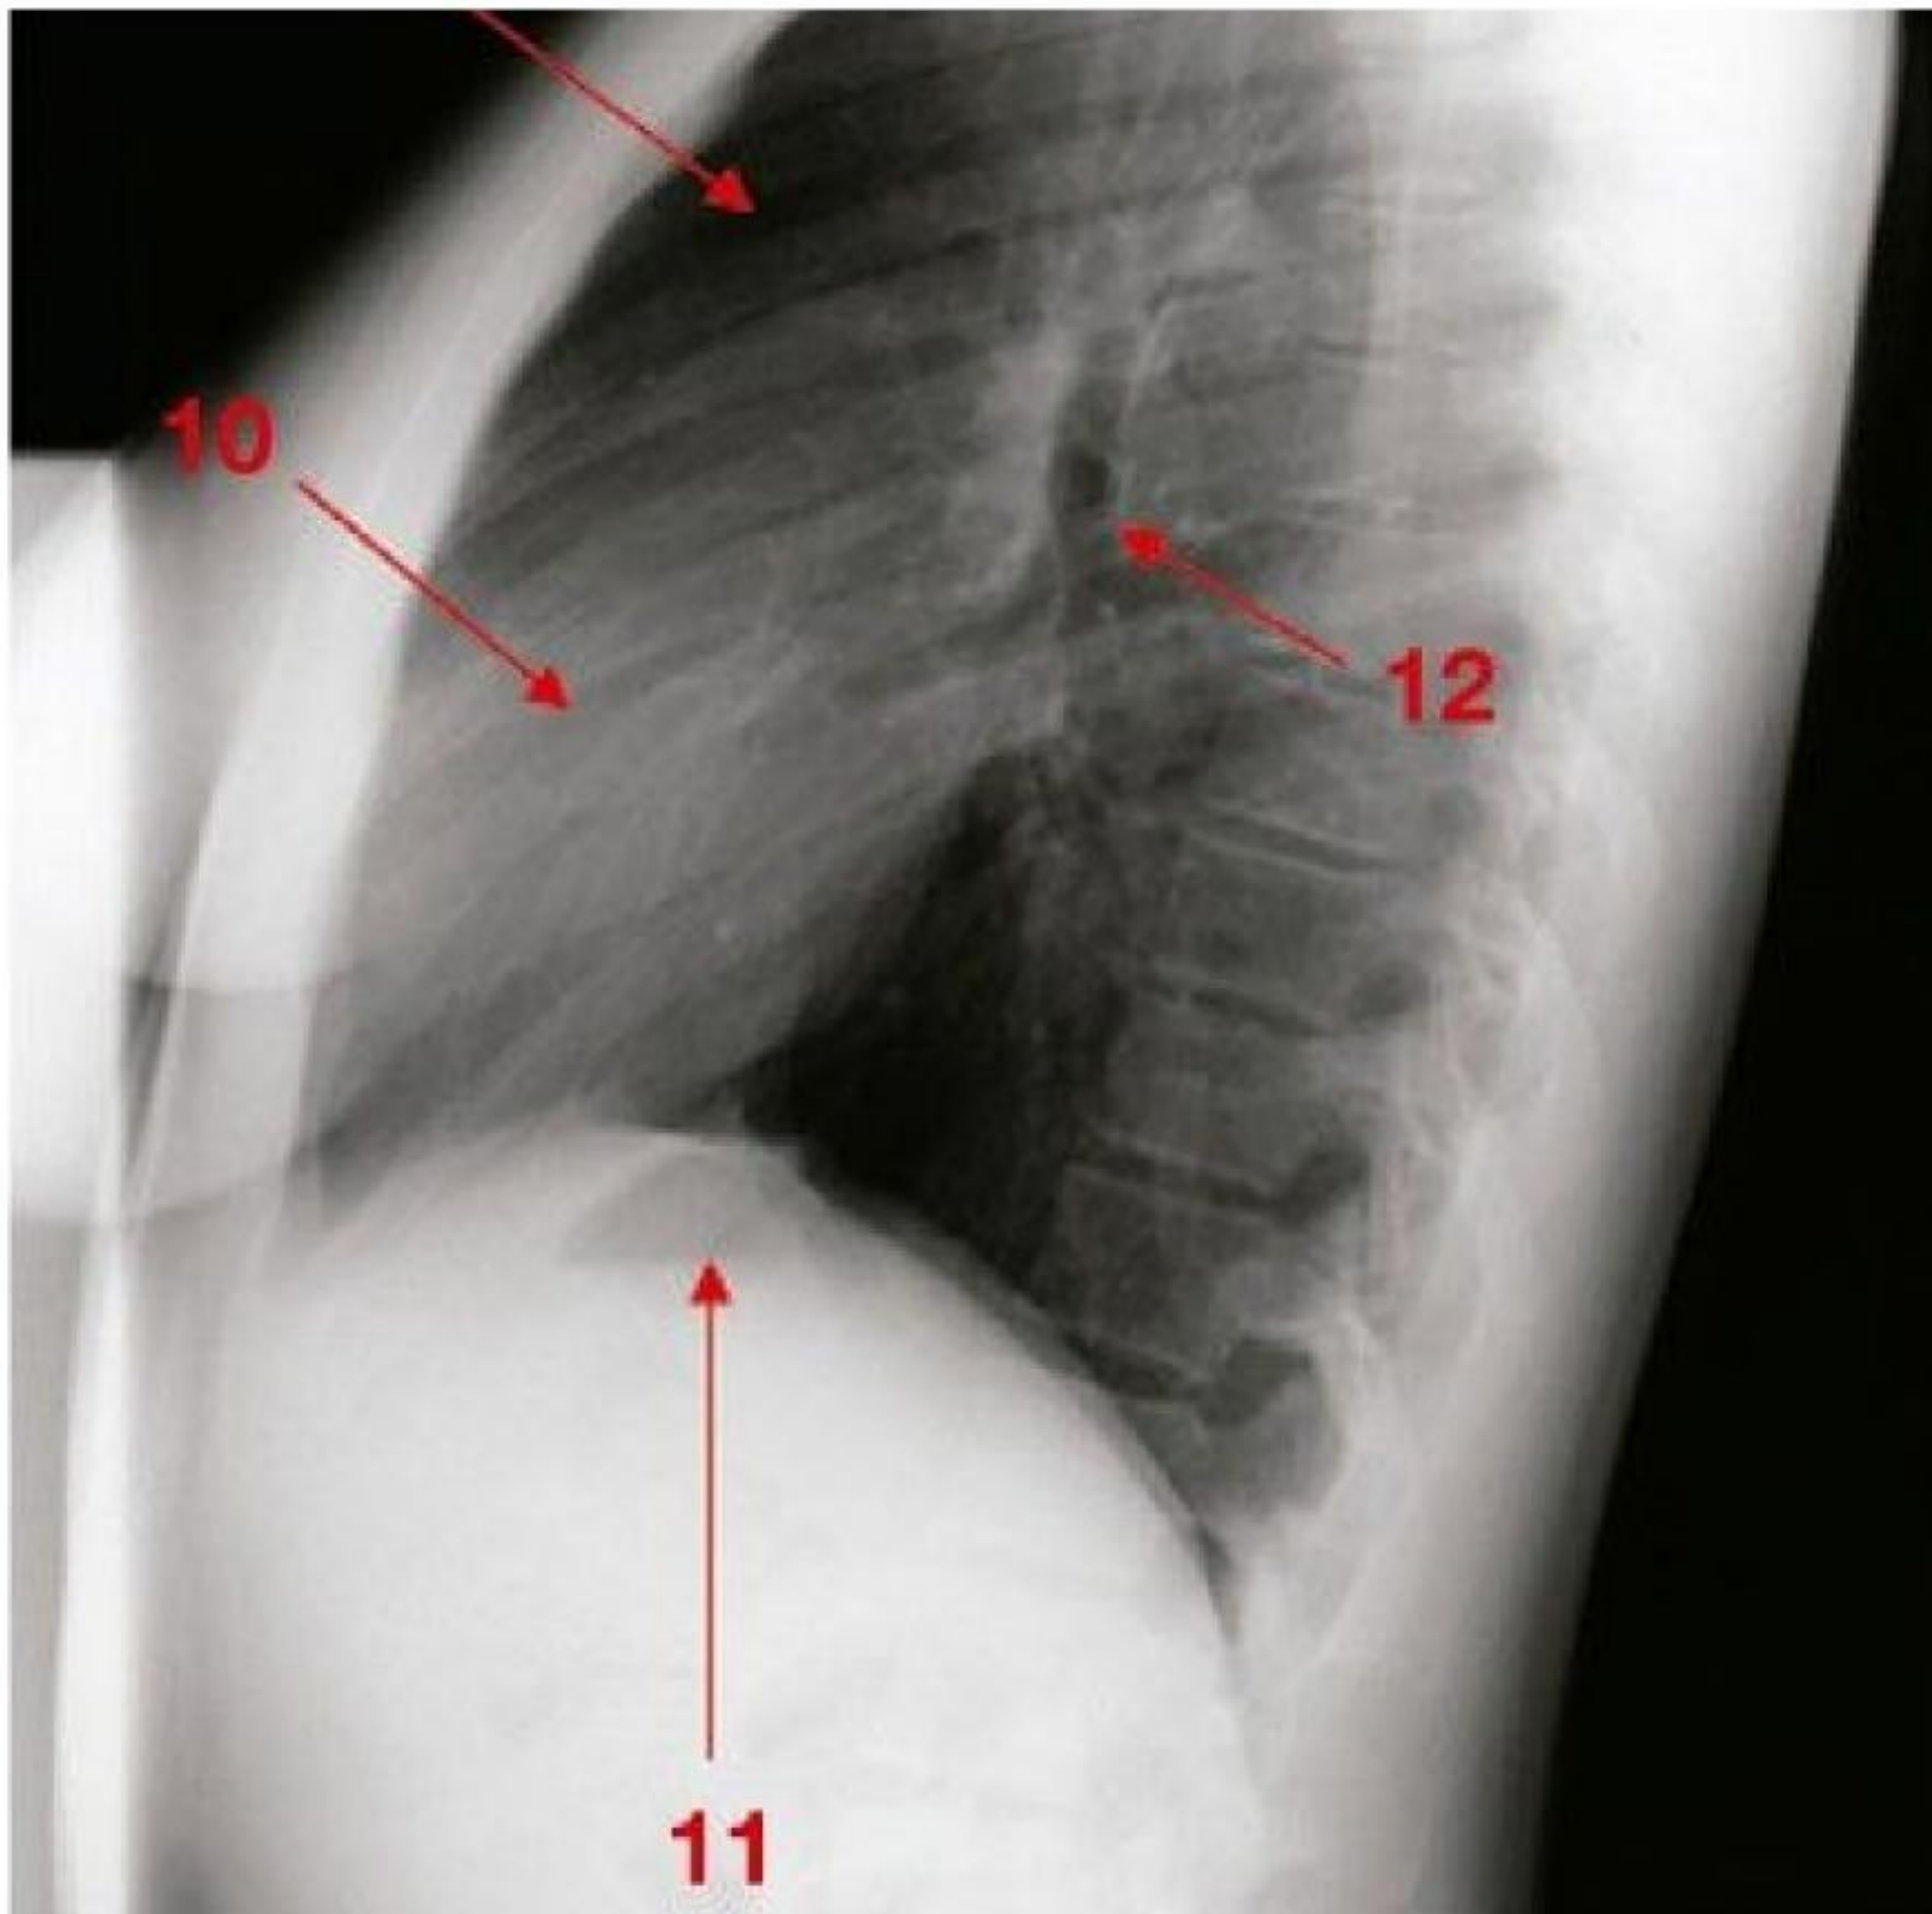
Radiografia de tórax normal – revisão da anatomia. 1. Traqueia. 2. Carina. 3. Átrio direito. 4. Hemidiafragma direito. 5. Botão aórtico. 6. Hilo esquerdo. 7. Ventrículo esquerdo. 8. Hemidiafragma esquerdo (com a bolha gástrica). 9. Espaço claro retroesternal. 10. Ventrículo direito. 11. Hemidiafragma esquerdo (com a bolha gástrica). 12. Brônquio do lobo superior esquerdo.
